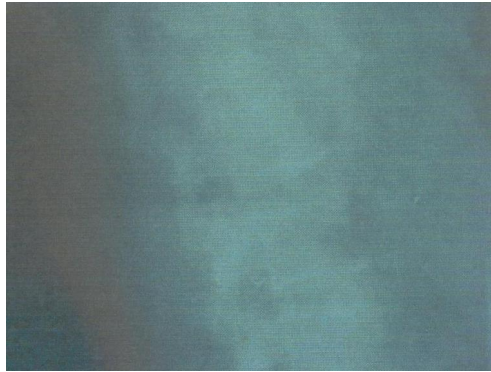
Radiografía de columna toracolumbar que muestra fractura a nivel de L1
